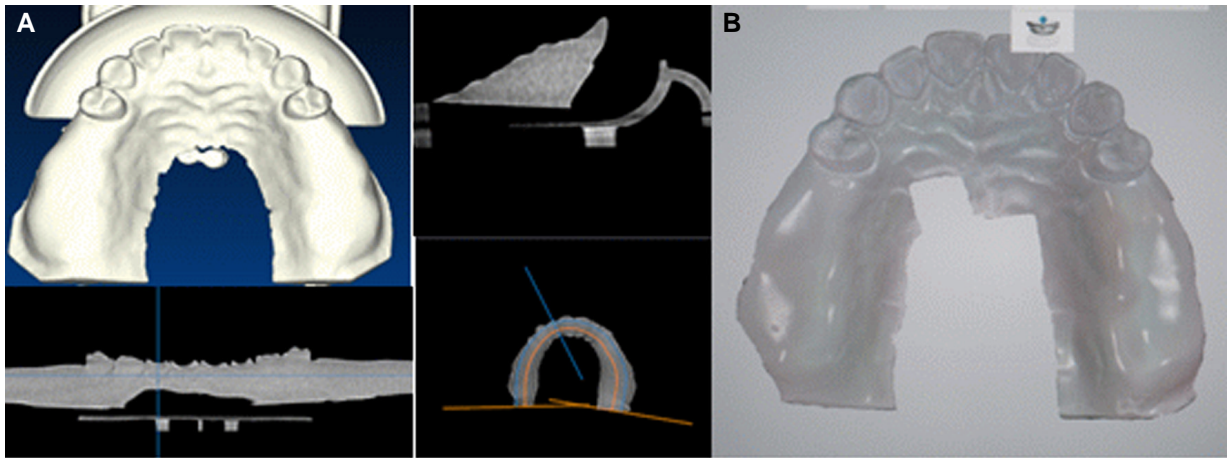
(A) Pre-surgical cone beam-CT image, (B) Scan image.
